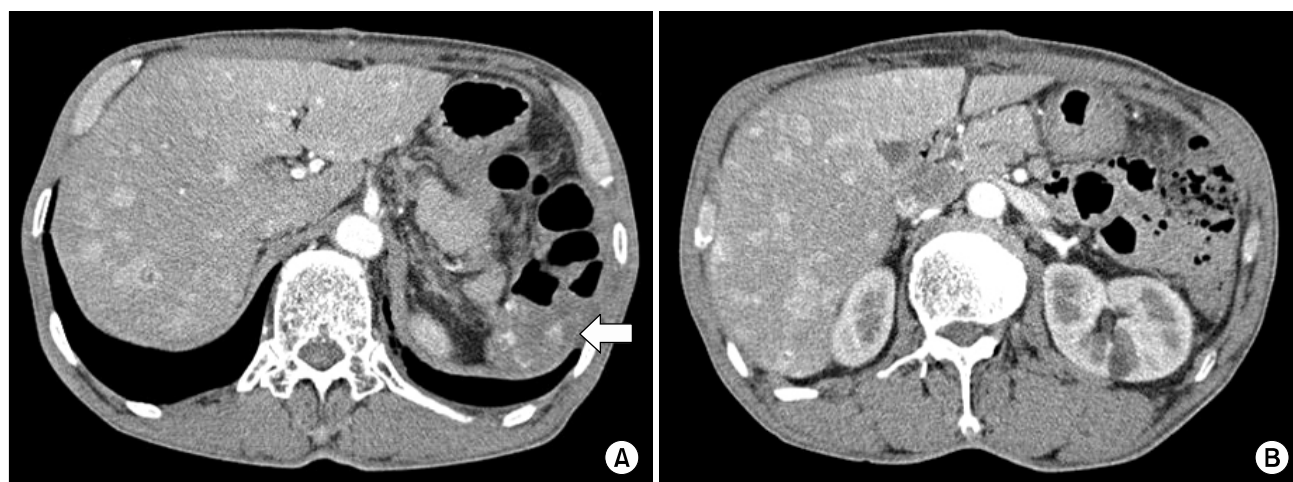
The follow-up abdominal CT scans (36th postoperative day). There is seen an angiomatous mass lesion (angiosarcoma, maximum 3×4 cm sized, white arrow) in splenectomy bed (A), with multiple hypervascular metastases in the liver (A, B).
